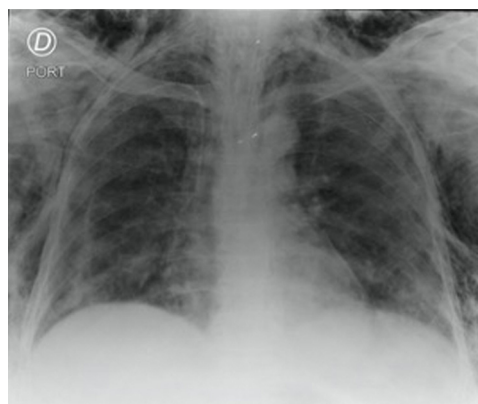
Radiografía de tórax portátil en la que se observa extenso neumomediastino y enfisema de los tejidos blandos del tórax. Imágenes radiolúcidas que disecan las estructuras del mediastino y los tejidos blandos del tórax.
